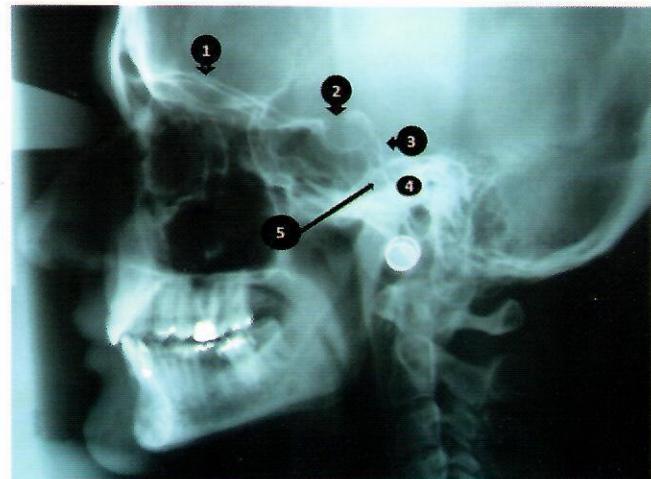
Radiografía lateral, cráneo. 1. Planum esfenoidal. 2. Silla turca. 3. Clivus. 4. Pirámide petrosa. 5. Foramen oval.
